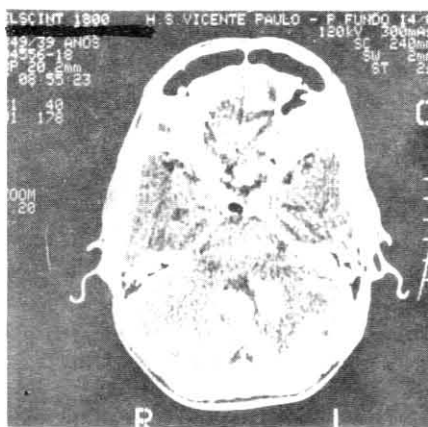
Tomografia computadorizada do crânio-encéfalo com granuloma micótico do cerebelo (Caso 1).
